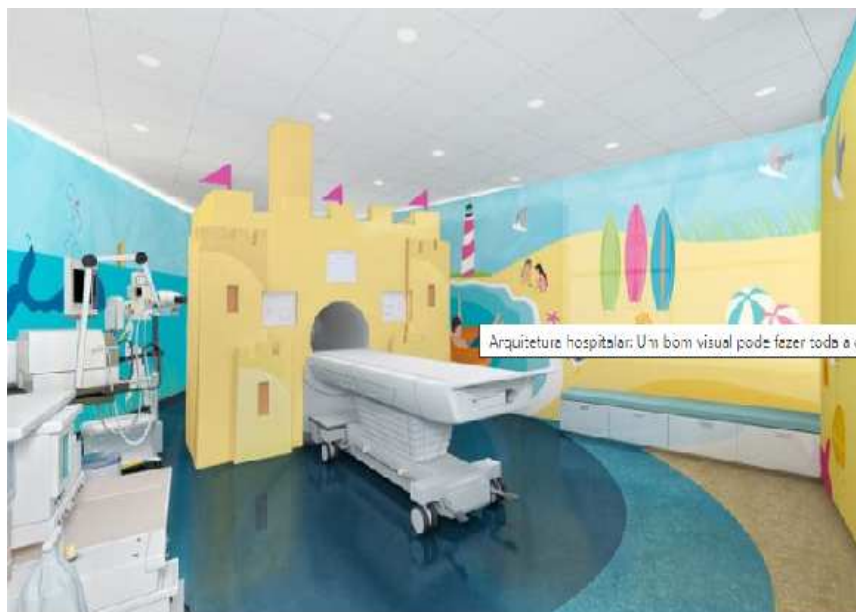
Sala de Ressonância
